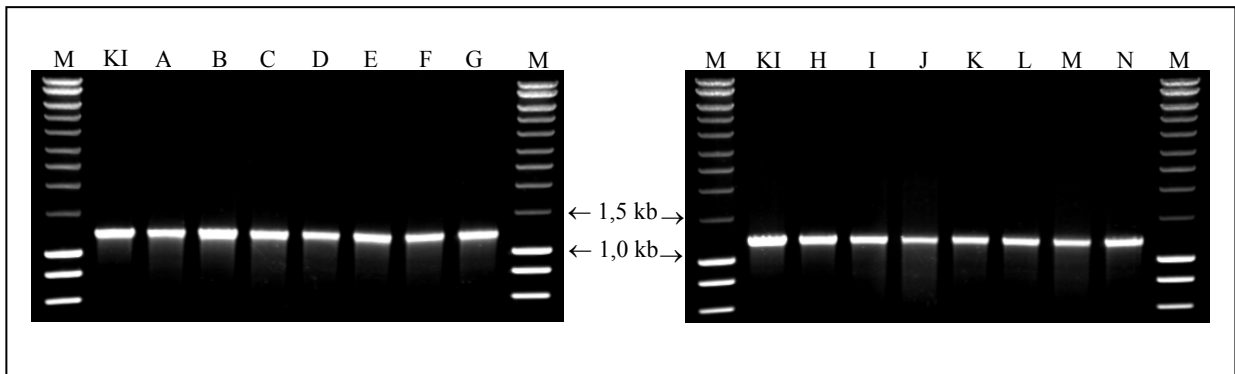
ompK35*-PCR von 14 Transkonjuganten im Vergleich zu Klon I. M: Marker, KI: Klon I, A-N: Transkonjuganten TK-A - TK-N.
